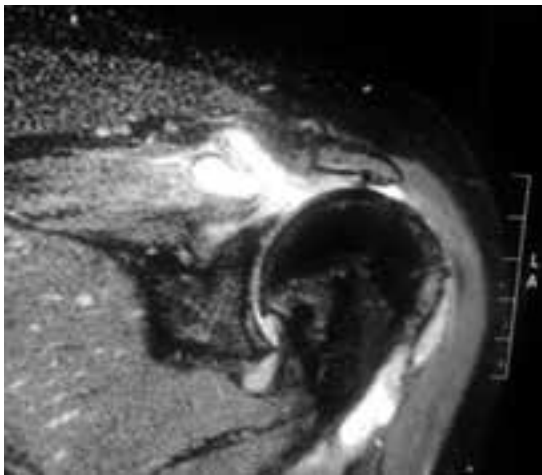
RM ombro esquerdo (coronal) retração Patte 3 e migração cefálica da cabeça umeral.
